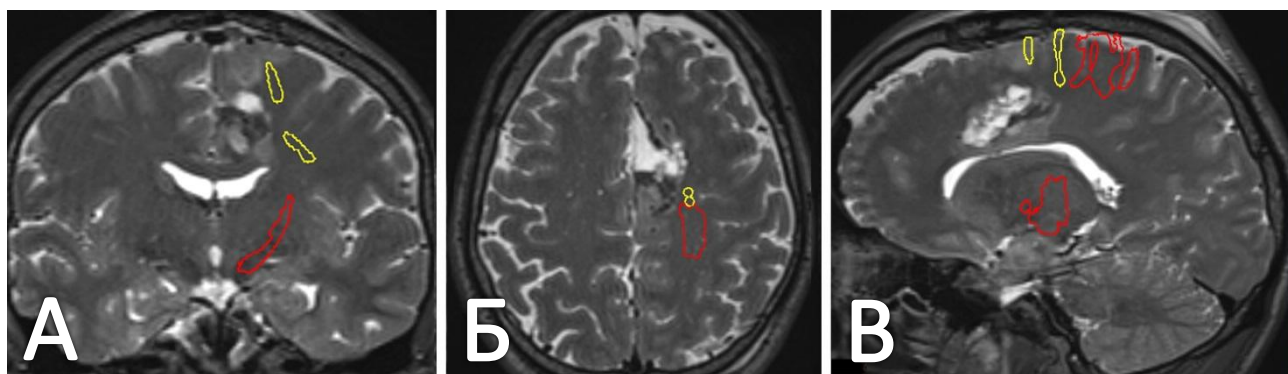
Послеоперационная МРТ головного мозга пациента Г. с дополнительным проведением реконструкции трактов белого вещества (красным цветом обозначен КСТ, желтым – ЛКП). А. Коронарный срез МРТ в последовательности Т2-ВИ. Б. Аксиальный срез МРТ в последовательности Т2-ВИ. В. Сагиттальный срез МРТ в последовательности Т2-ВИ
